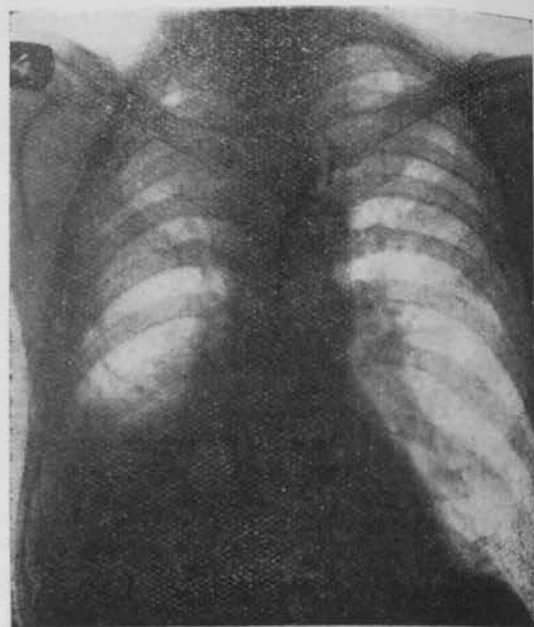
Radiografía del estado actual del enfermo a los cuatro meses de la operación.
